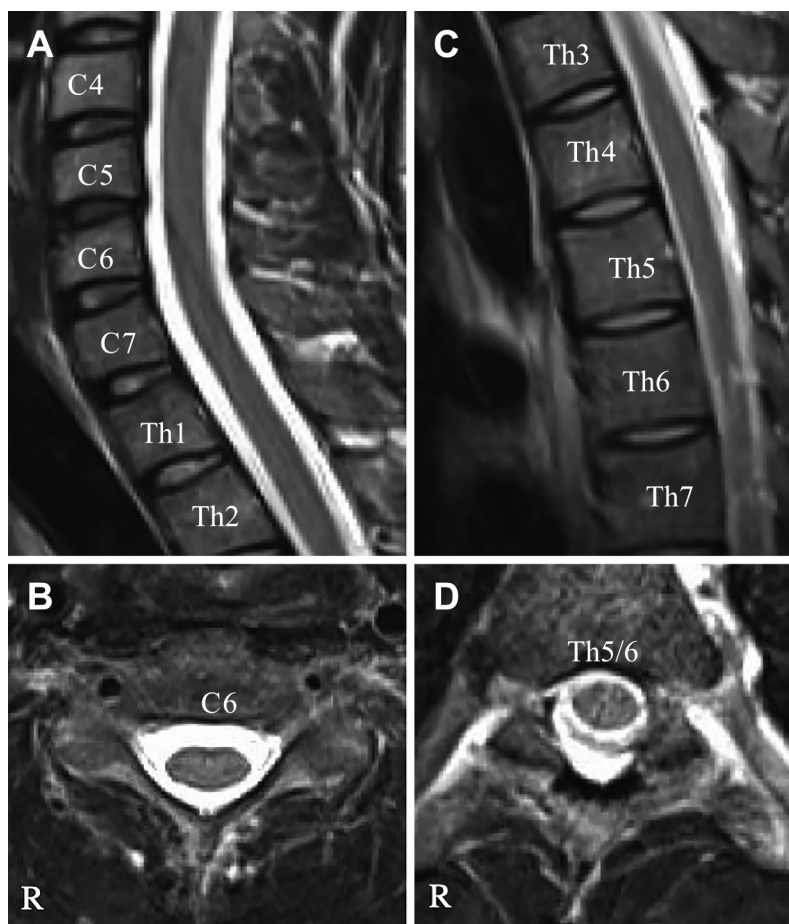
Followed Spinal MRI (sagittal and axial view).
